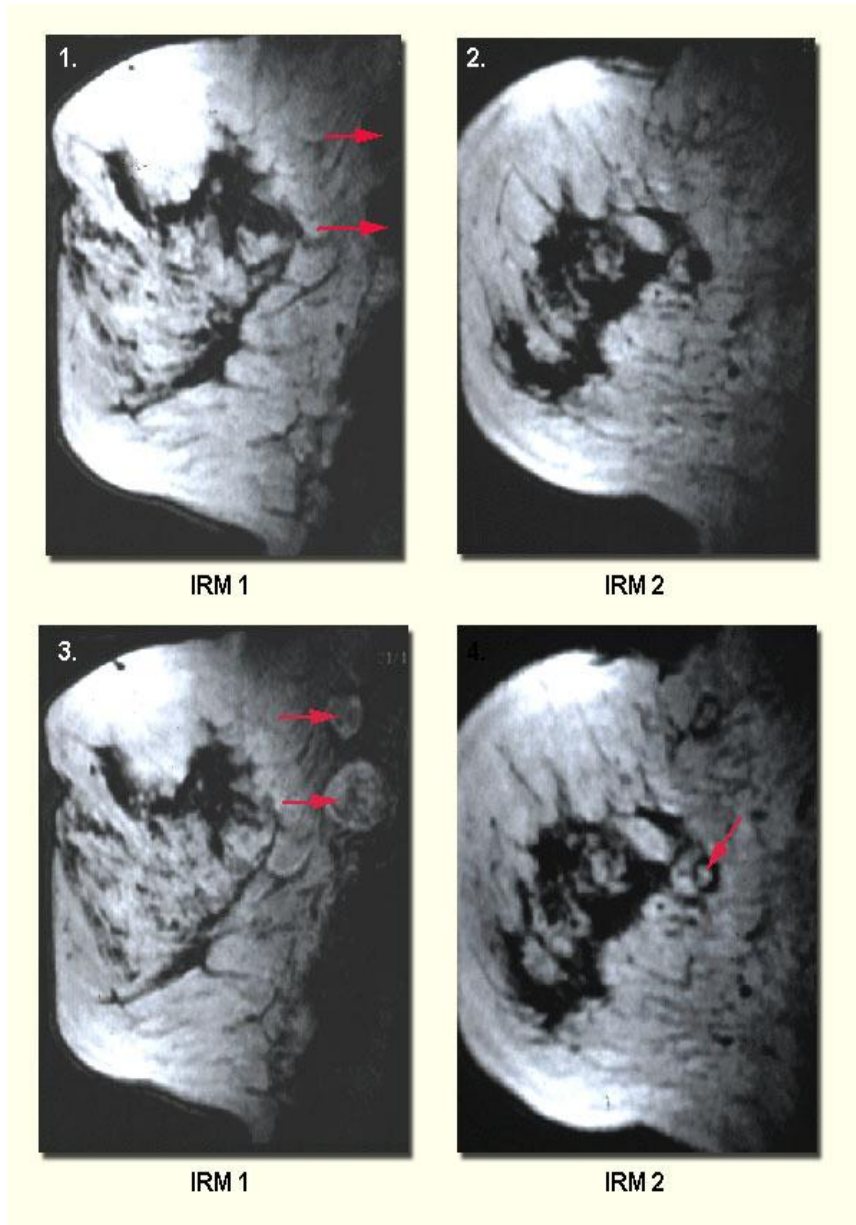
IRM 1et 2, coupes sagittales avant injection
